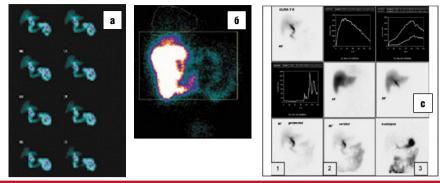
Гепатобилисцинтиграфия и Бускопан®-тест после холецистэктомии: а — через 40 минут исследования визуализируется печень (1), холедох (2) и незначительная часть РФП в двенадцатиперстной кишку (3); б — через 20 мин после приема 20 мг гиоцина бутилбромида следы РФП в печени (1), большая часть РФП в кишечнике (2)
